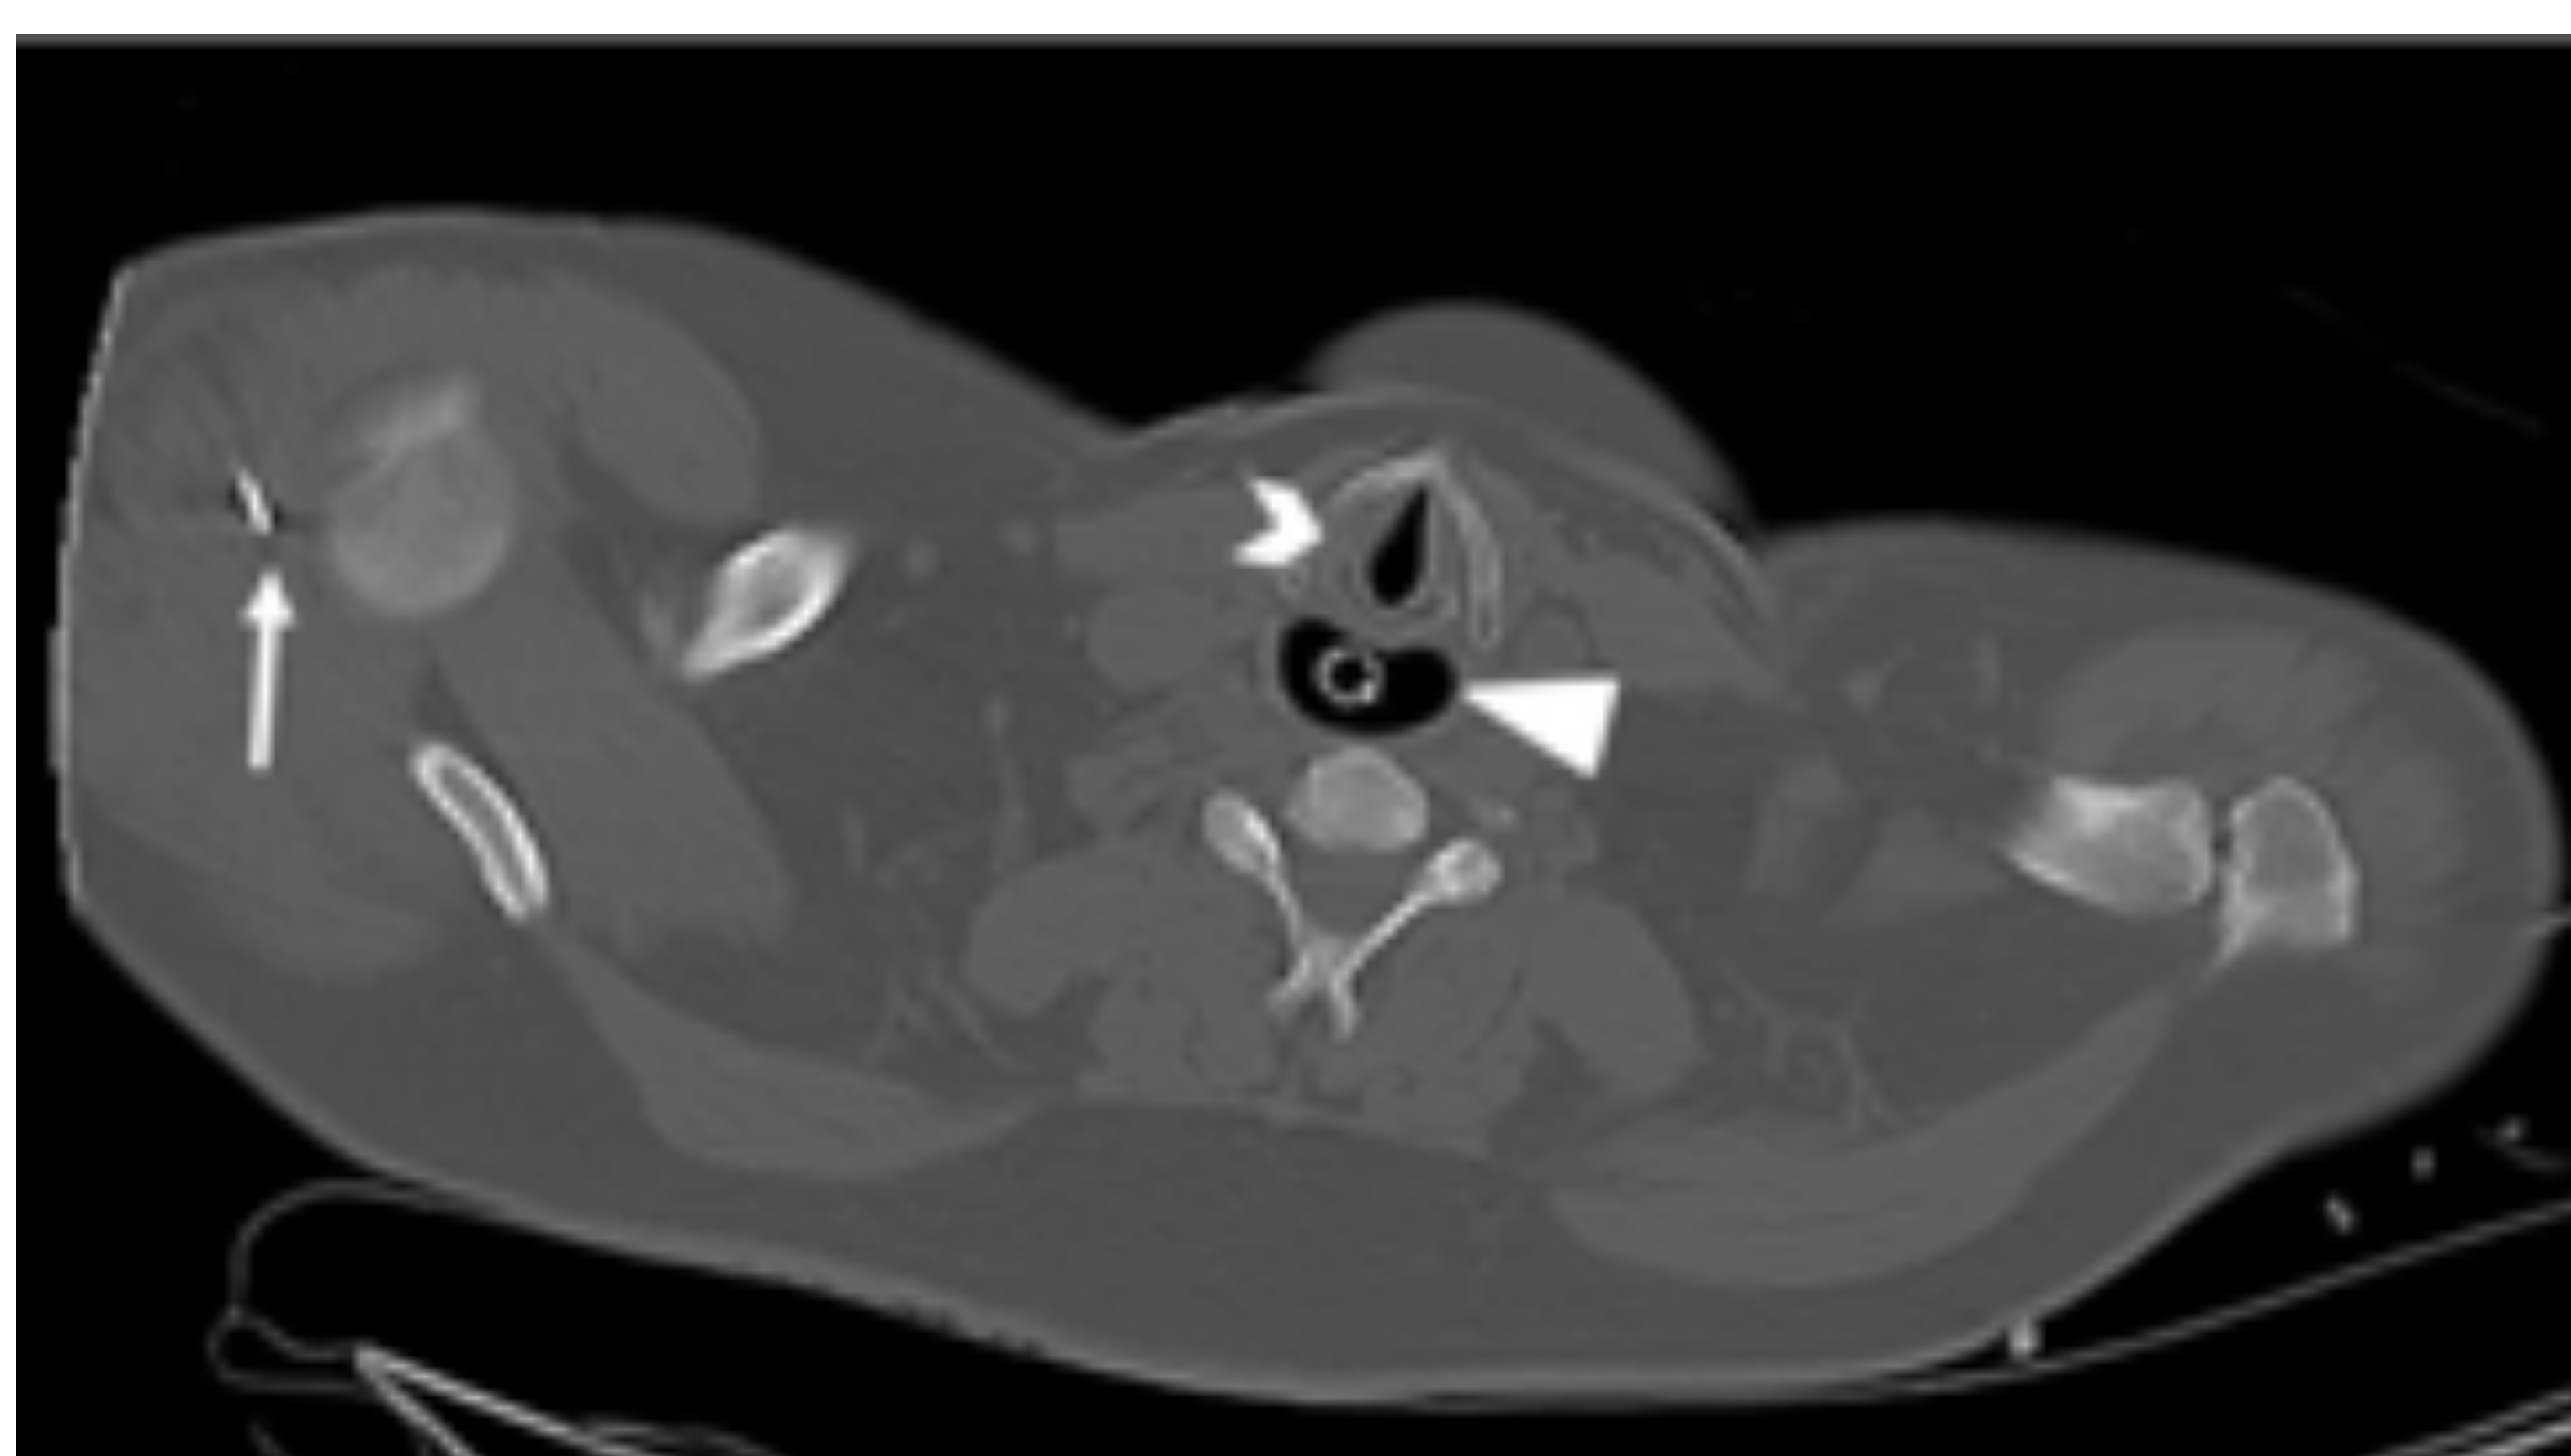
Referencia: Steenburg,S.D; Spitzer,T; Rhodes,A; (2018). *Post-mortem computed tomography improves completeness of the trauma registry: a single institution experience. Emergency Radiology.*
